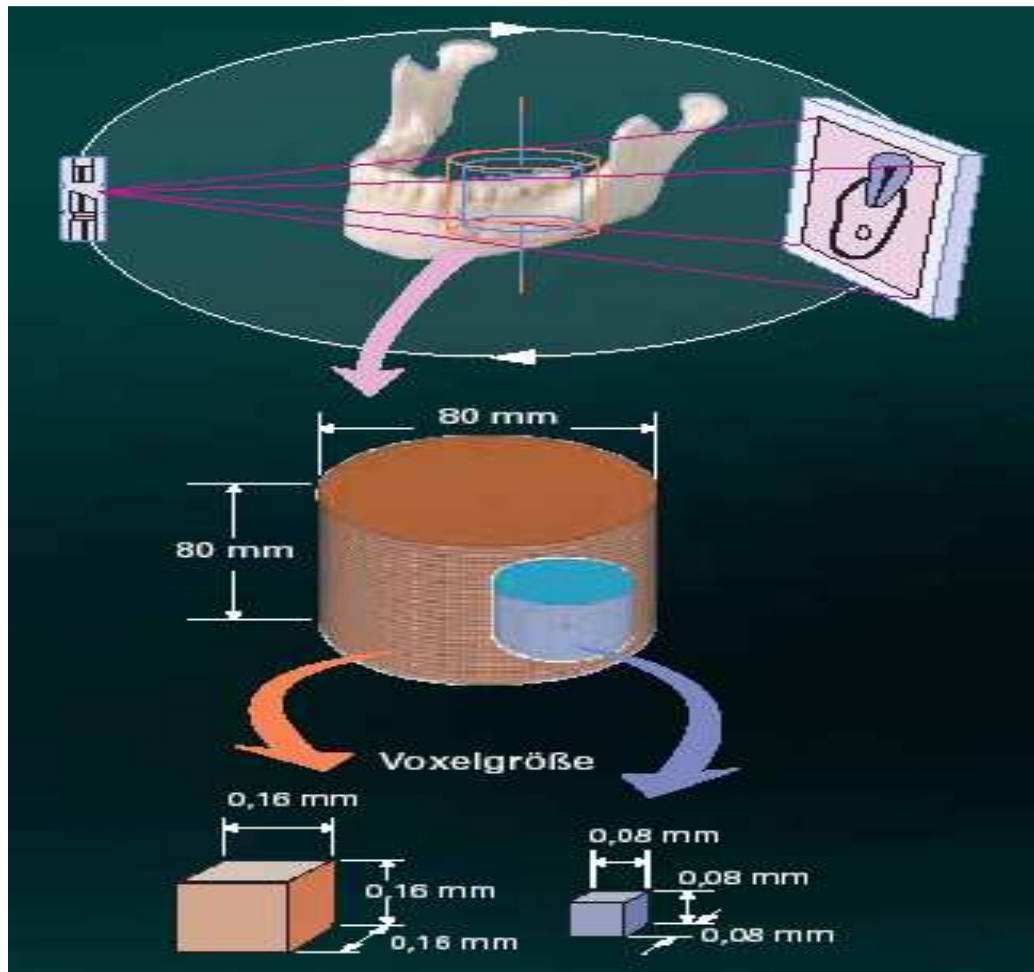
Digitale Volumentomographie Fa. Morita Mfg. Corp., mit freundlicher Genehmigung der Fa. Morita für die Veröffentlichung des Bildes.
